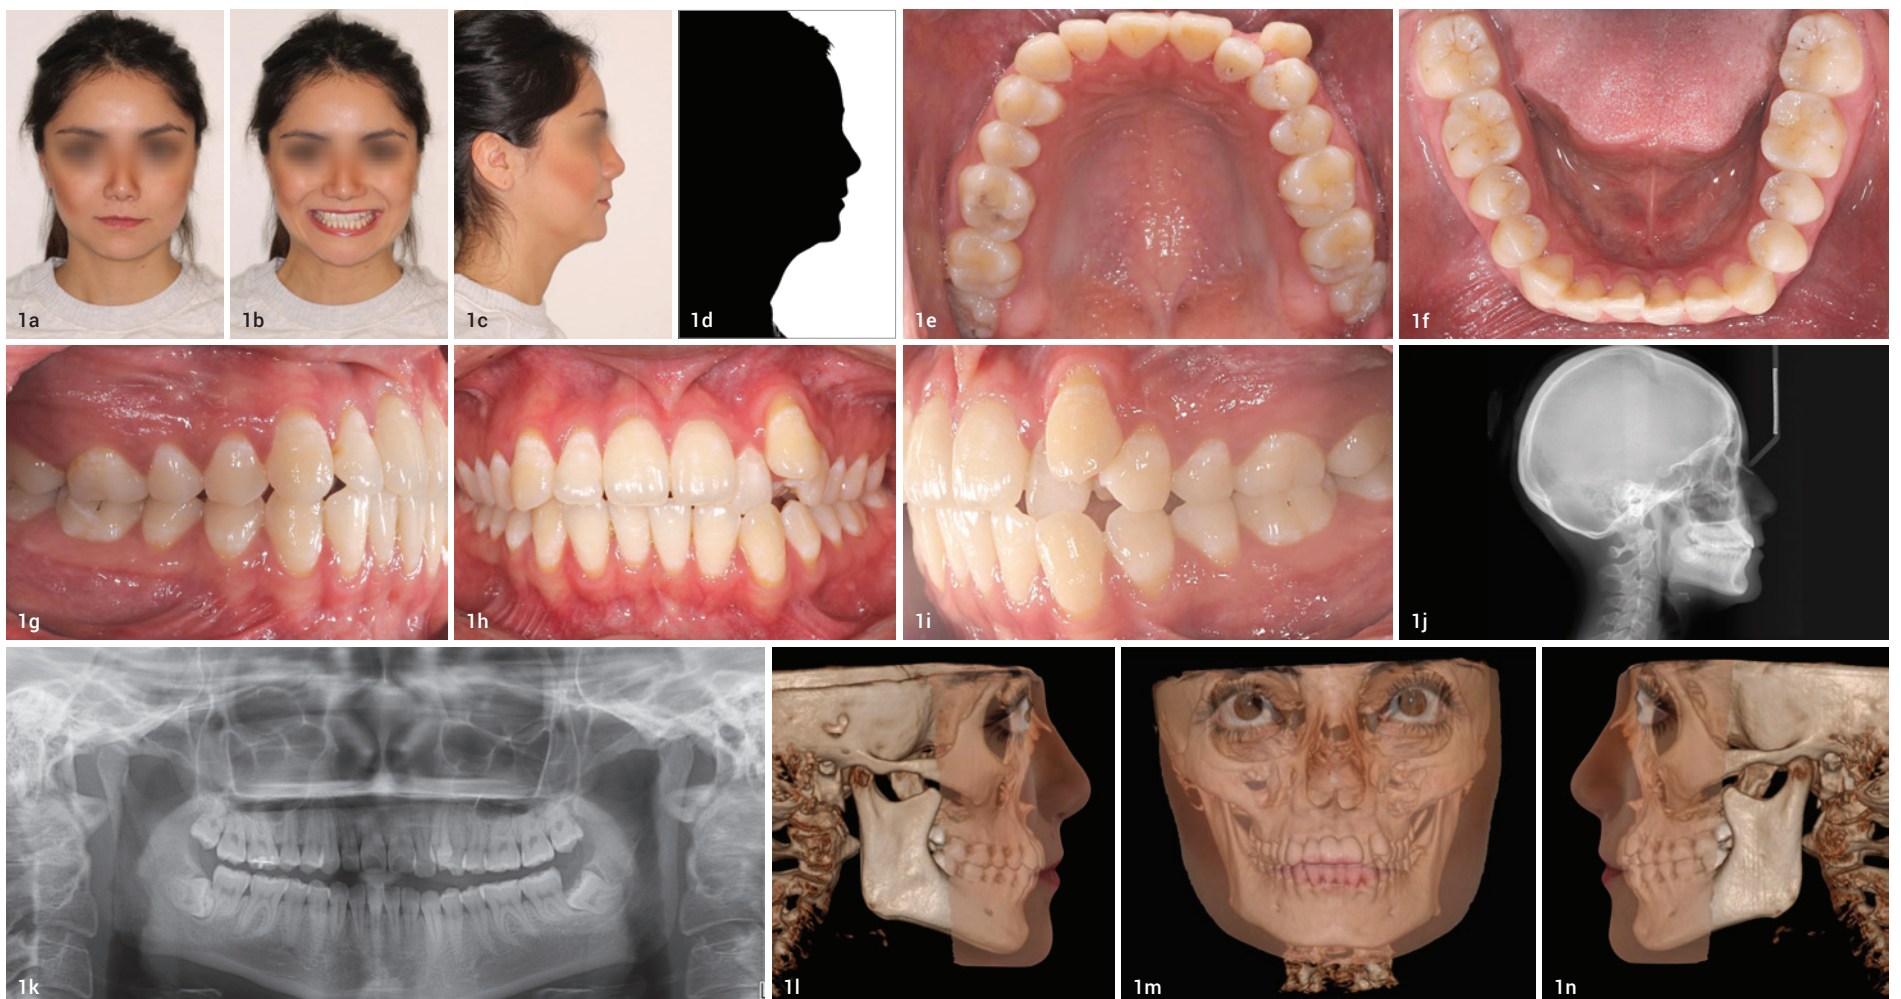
Extraorale Aufnahmen sowie Profil der Patientin zu Behandlungsbeginn. Abb. 1e–i: Intraorale Aufnahmen zu Behandlungsbeginn. Abb. 1j und k: Initiale Röntgenaufnahmen: FRS (j) und OPG (k); alle vier Weisheitszähne sind vorhanden. Abb. 1l–n: Initiale DVT-Aufnahmen; rechts, frontal und links. Abb. 2: Im virtuellen Set-up kann die Veränderung des Erscheinungsbildes der oberen Schneidezähne zur Verbesserung der Lachlinie visualisiert werden. Abb. 3a und b: 3D-Ansicht der geplanten Okklusion. Abb. 4a und b: Um die Distalisierung und den Lückenschluss zu unterstützen, werden Mikroosteoperforationen durchgeführt. Abb. 5a–e: Intraorale Aufnahmen nach zwölfwöchiger Behandlung.
